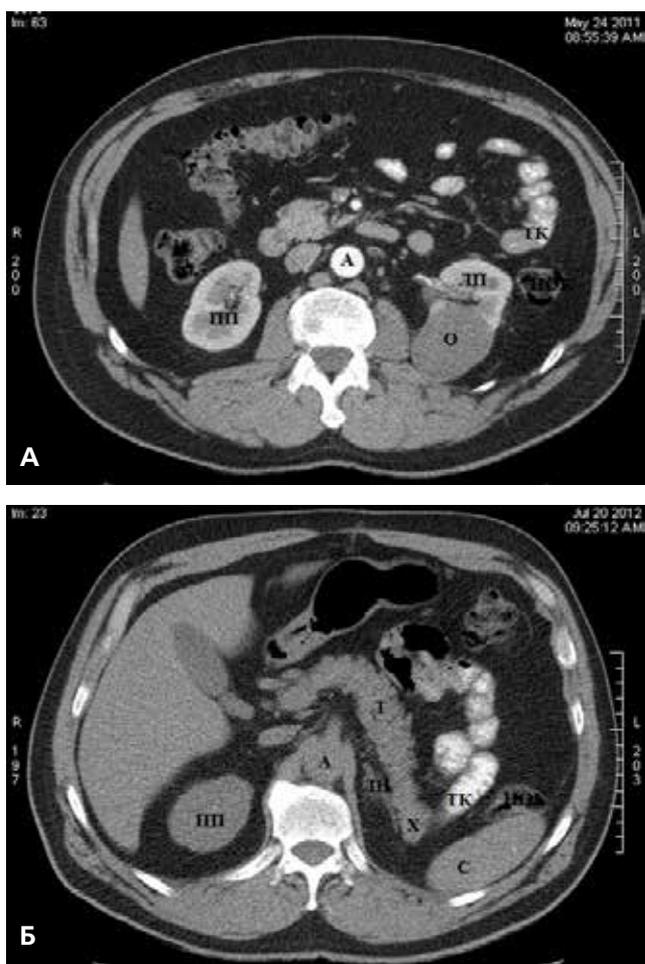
КТ-граммы забрюшинного пространства пациента с опухолью левой почки до и после левосторонней нефрэктомии (пациент Ч., 51 год):
